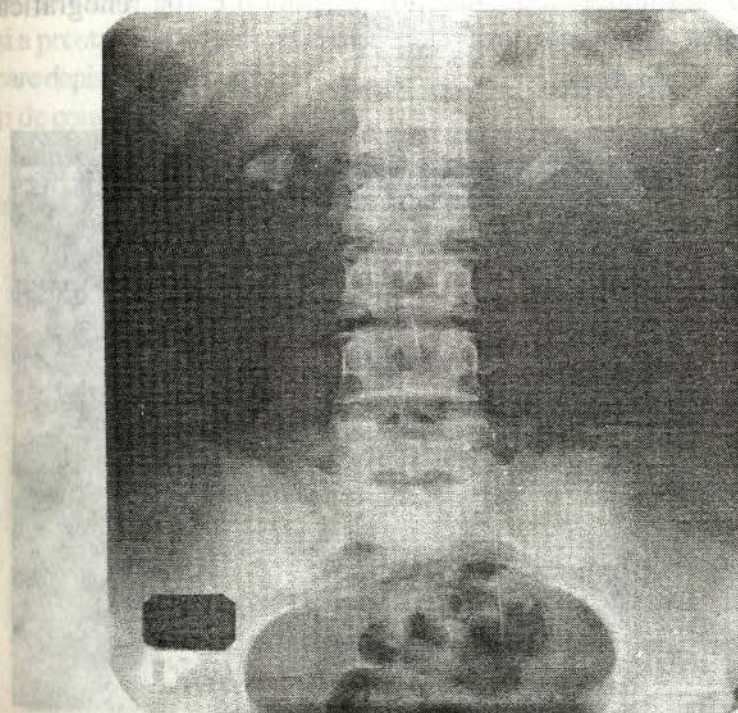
Radiografie de ansamblu a rinichilor. Calculi renali bilaterali.
